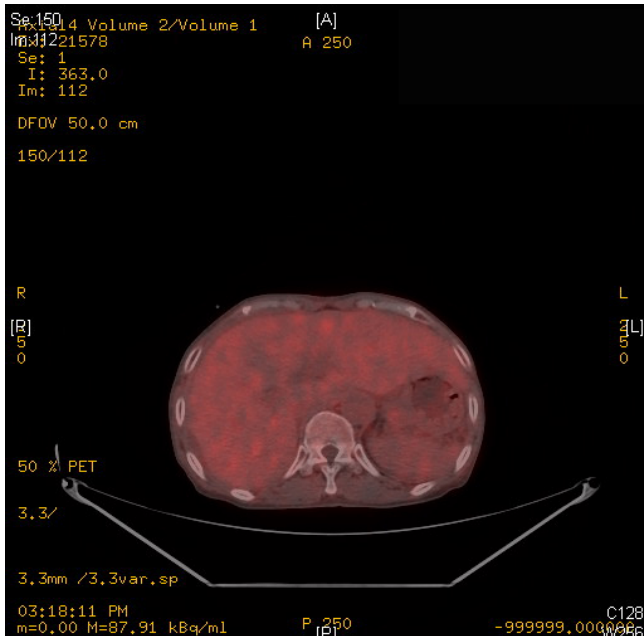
PET-CT scan image on postoperative day #15. This image shows lobulated contour of liver due to non-fluorodeoxyglucose uptake fluid density.
